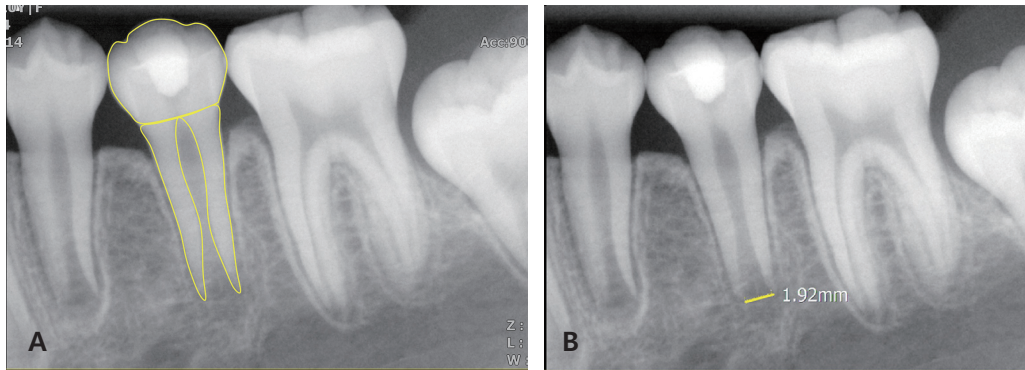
(A) Measurement of the crown and root dentin area from the radiograph. (B) Measurement of the apical foramen width from the radiograph.
